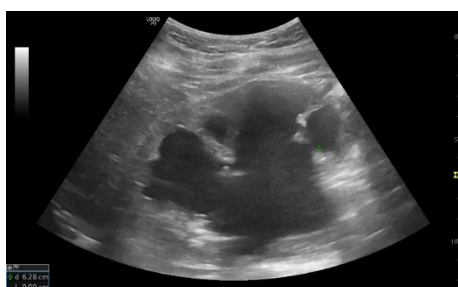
Hidronefroză prin stenoză de joncțiune pielo-ureterală (ecografie)
